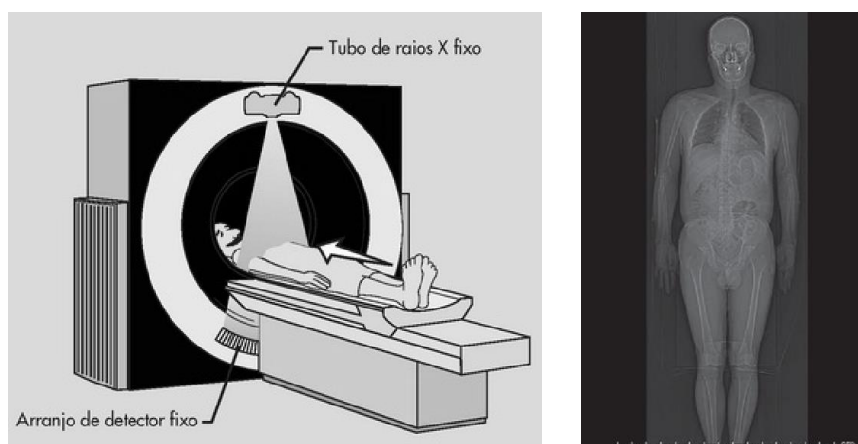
Radiografia de projeção por varredura obtida na tomografia computadorizada através do arranjo fixo do tubo de raios X e detectores, enquanto o paciente é transladado através do gantry. Fonte: Bushong.
